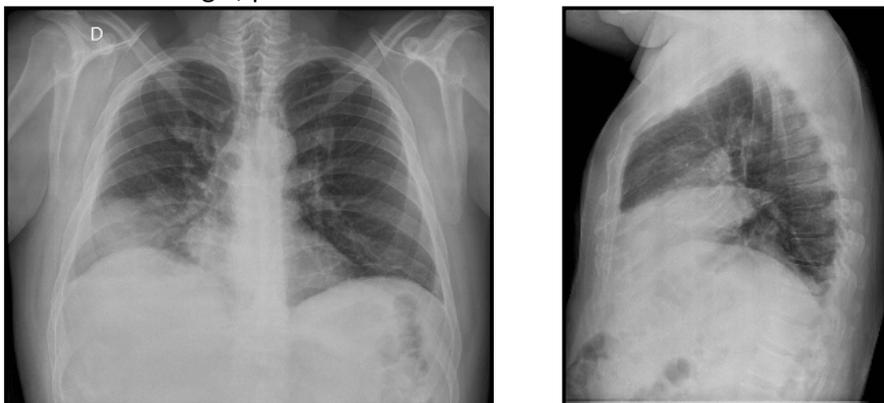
Radiografía de Tórax, placas posteroanterior y lateral
